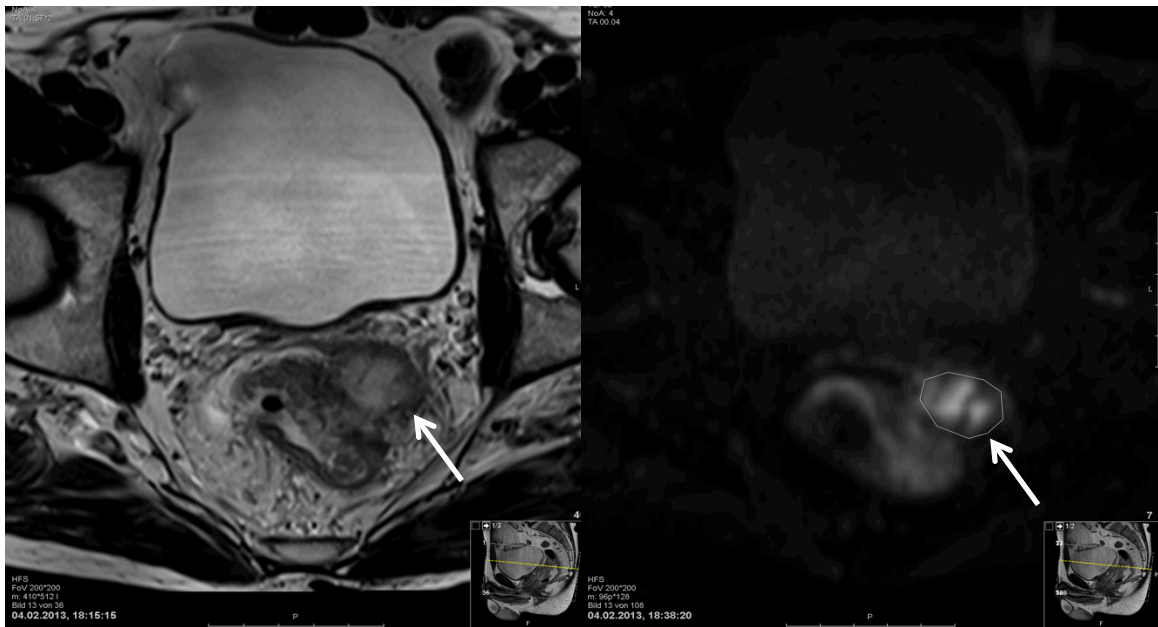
Rektumkarzinom in der T2w-MRT (links) und der DWI-MRT (rechts)
